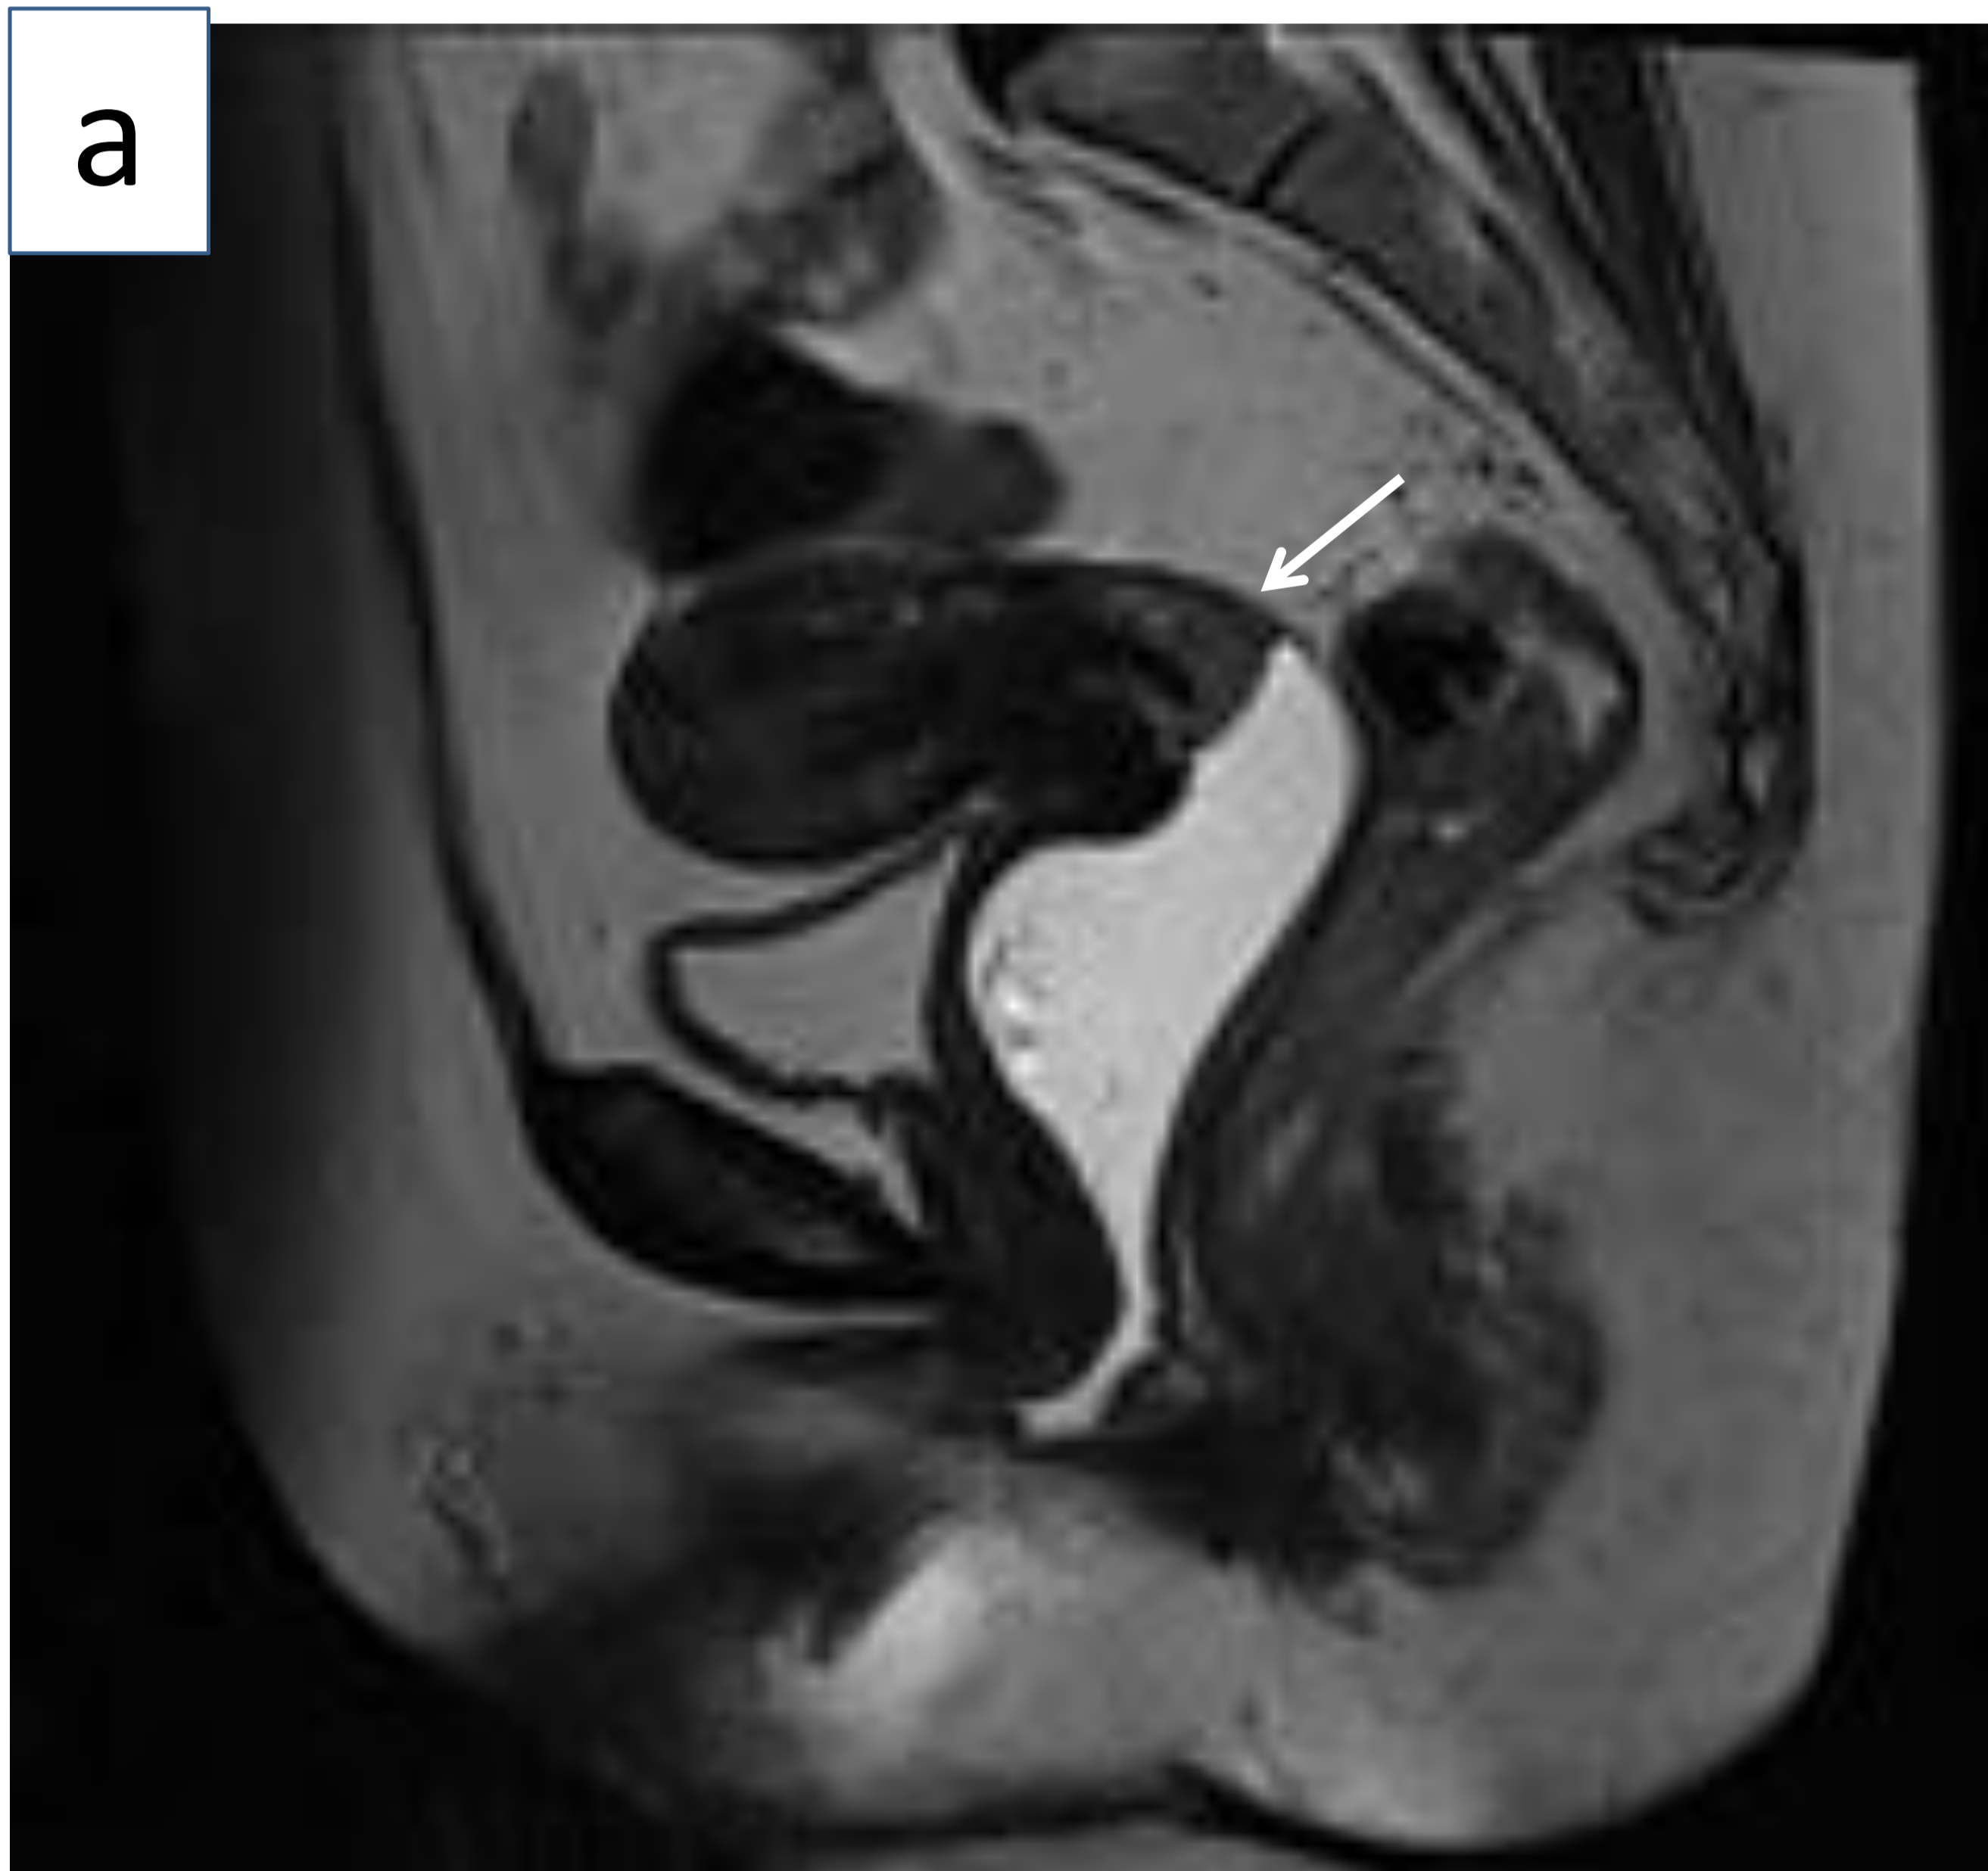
Imágenes de RM de pacientes con cáncer de cérvix estadio IB2 (a) Corte sagital en secuencia T2 en la que se observa una masa (flecha) en cara posterior del cérvix uterino de 2,5cm. (b) Corte coronal en secuencia T2 en la que se puede identificar la lesión (flecha) en la región más inferior del cérvix uterino. (c, d) Cortes axiales en secuencias potenciadas en difusión donde se identifica la lesión que restringe la difusión (flechas). (d) Corte axial de mapa ADC en el que se objetiva la misma lesión que en las imágenes anteriores que cae de señal con respecto a la imagen potenciada en difusión, lo que confirma la restricción de la misma. (Servicio de Radiodiagnóstico del Hospital Universitario de Basurto)
